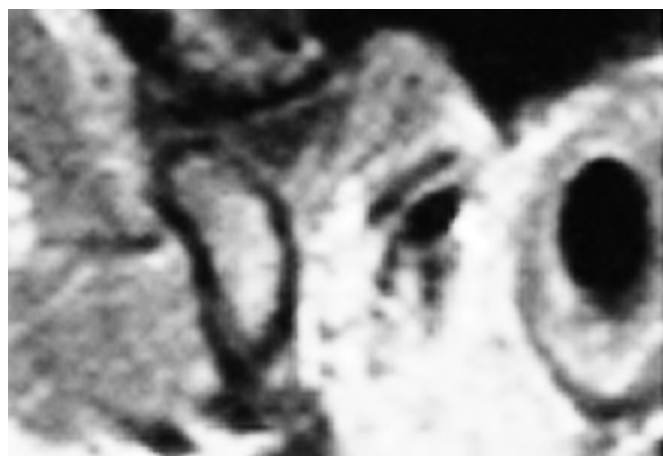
Ressonância nuclear magnética, plano sagital oblíquo, boca aberta, à esquerda, final, no qual se observa que houve a normalização do movimento do complexo cabeça-disco pela liberação de aderência discal.
